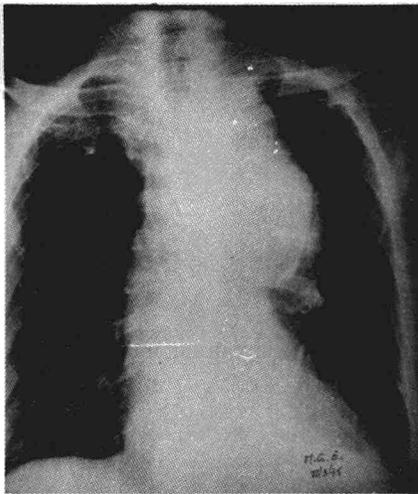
Radiografía PA. Masa mediastínica izquierda. Doble contorno externo. Tráquea desplazada hacia el lado derecho. Falta de visualización de diafragma izquierdo.
